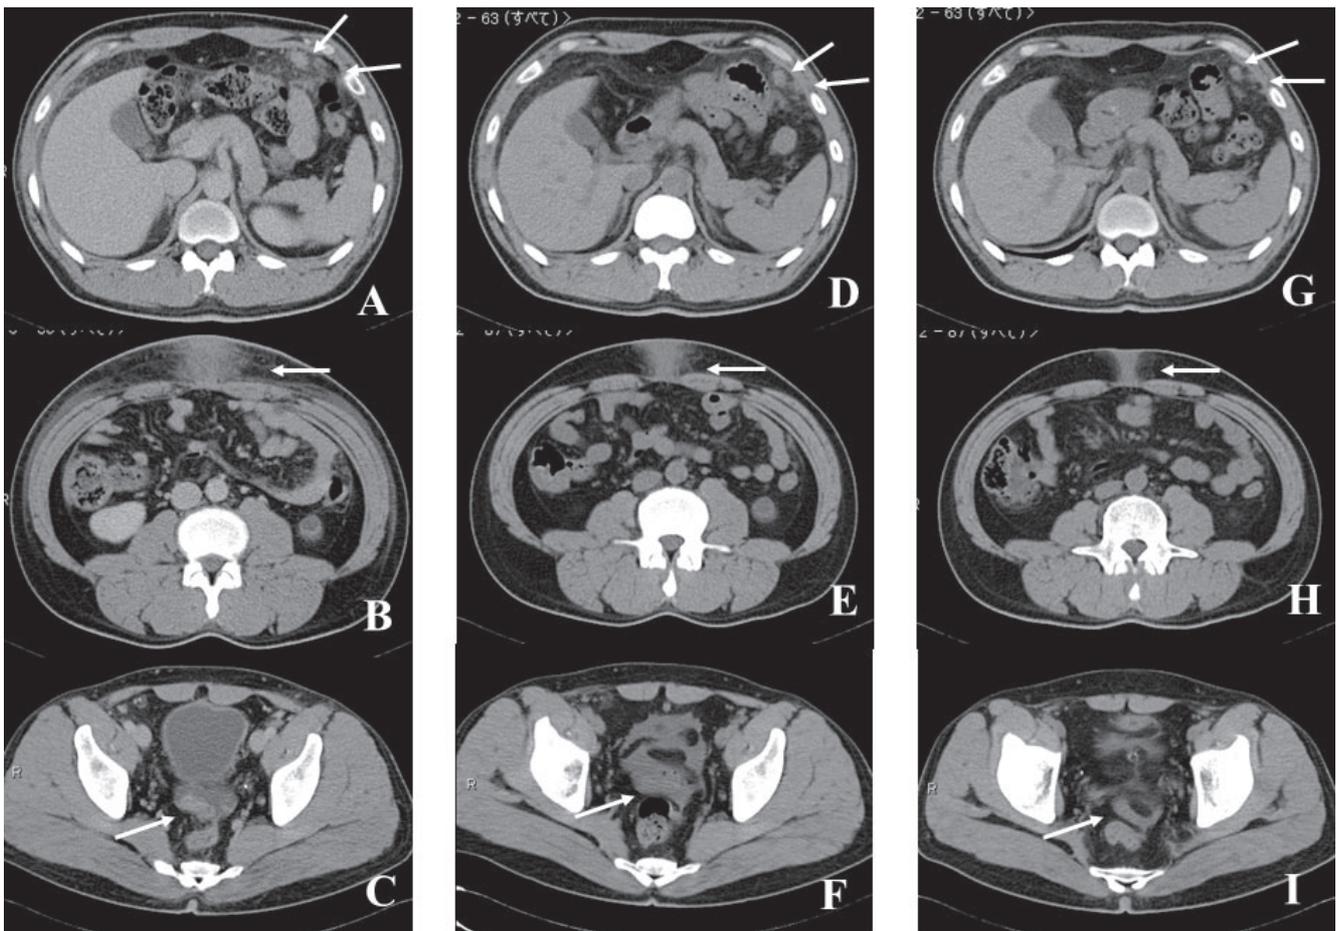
Computed tomography
